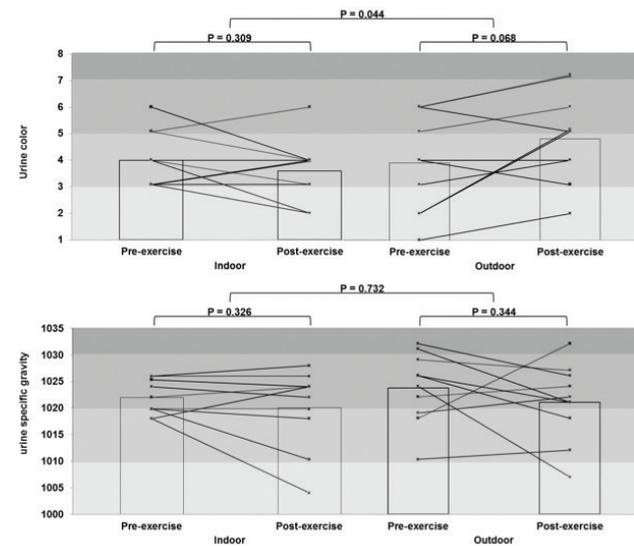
Change in hydration status of each rower according to urine color test and urine specific gravity, before and after the indoor and outdoor training session. Well hydrated: urine color 1 or 2, USG < 1.010; minimal dehydration: urine color 3 or 4, USG 1.010 – 1.020; significant dehydration: urine color 5 or 6, USG 1.021 – 1.030; serious dehydration: urine color 7 or 8, USG >1.030.
